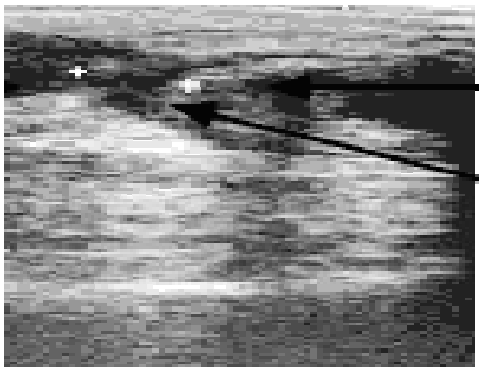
Sonographie der Achillessehnenruptur
